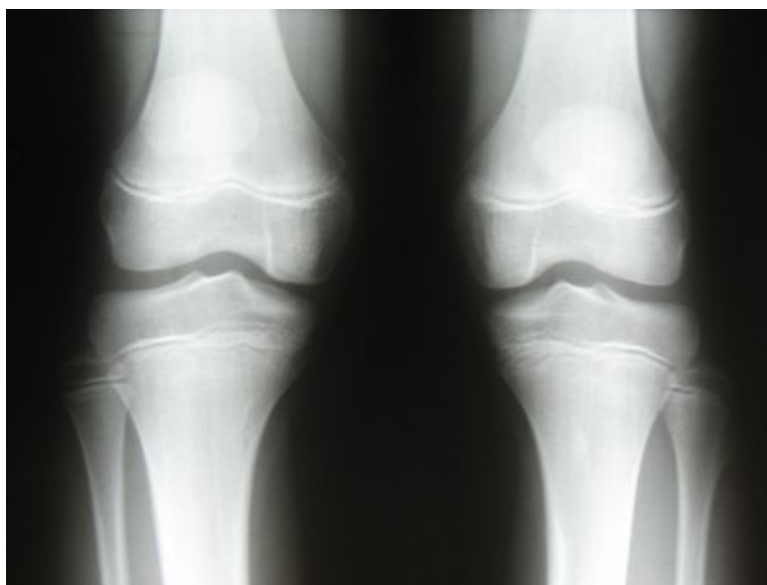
Alla radiografia si evidenzia, a livello della testa fibulare sinistra, una irregolare espansione del profilo osseo di circa 15 mm di dimensione, riferibile ad esostosi.
